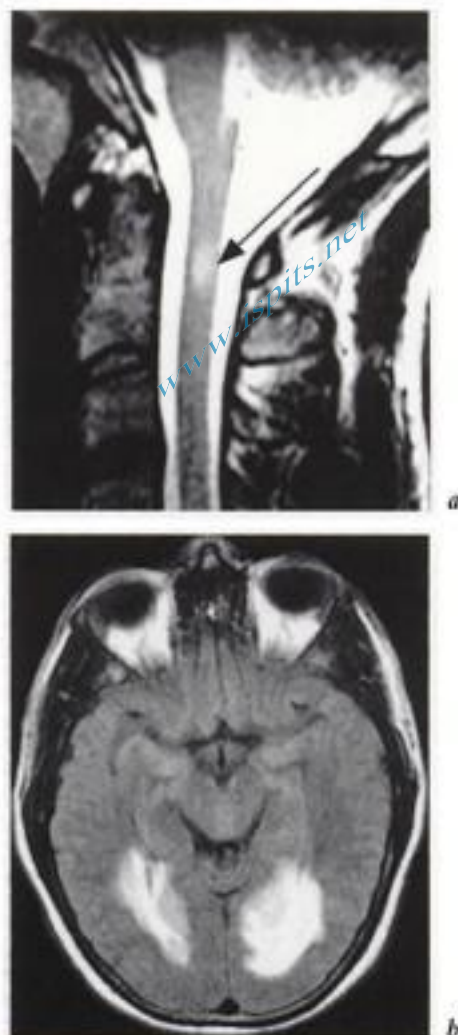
ADEM (antécédents récents d'infection à *Mycoplasma pneumoniae*). IRM, a) coupe sagittale pondérée T2. Moelle de calibre normal et plage postérieure de signal élevé, de type SEP (flèche en a). b) Coupe axiale de la tête parallèle au plan CA-CP en séquence FLAIR : plages occipitales en hypersignal.
